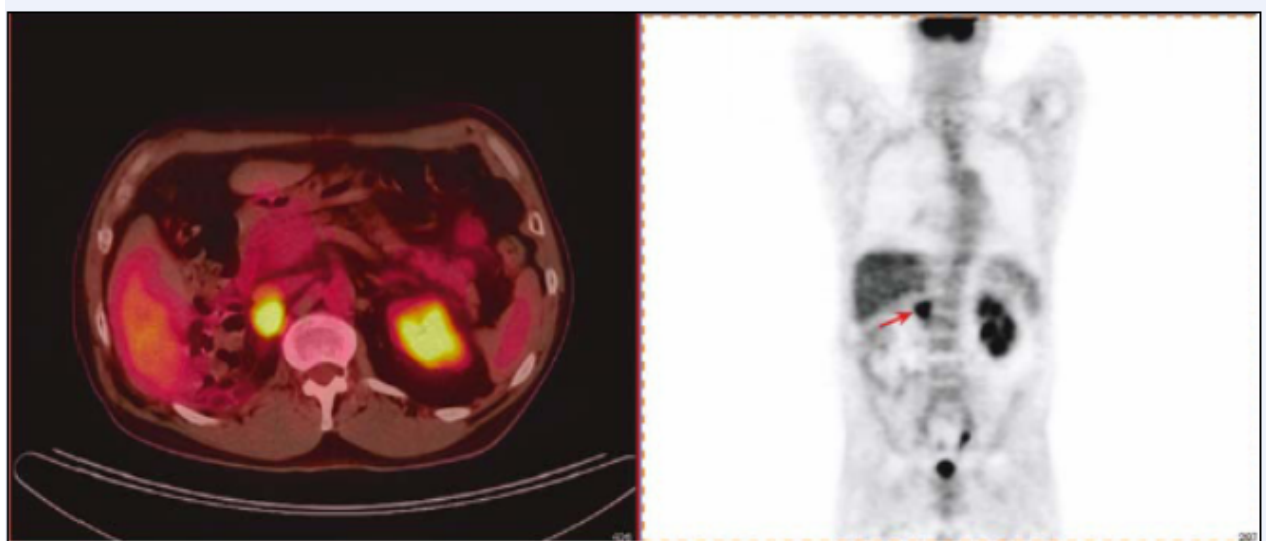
PET scann chez un malade ayant eu une NTE depuis trois ans, montrant une récurrence tumorale (à gauche coupe axiale/ à droite coupe coronale) [67]
